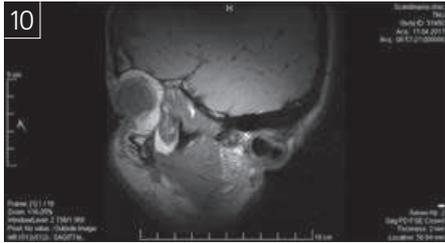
Магнитно-резонансная томограмма №2
